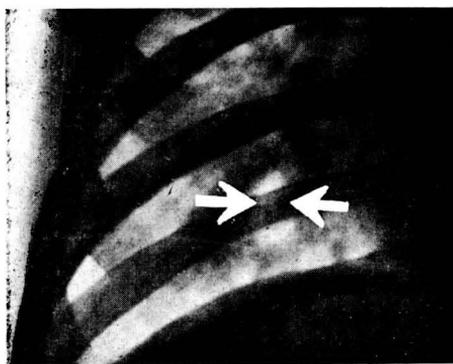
P. C. Niña de 8 meses. Radiografía: caverna de primoinfección.
